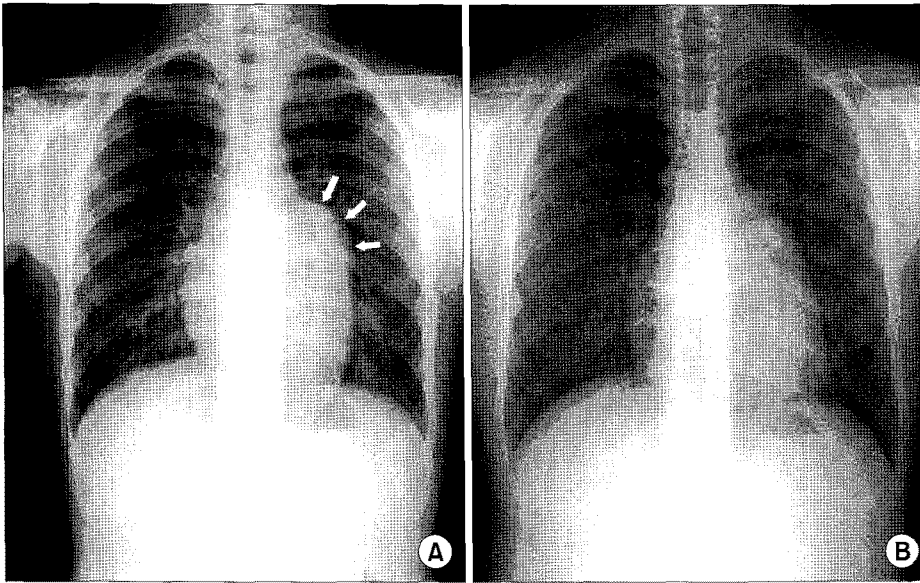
(A) A preoperative chest radiography shows an abnormal cardiac contour with a prominent left superior cardiac border (white arrows), (B) A postoperative chest radiography shows reduced left superior cardiac border.
